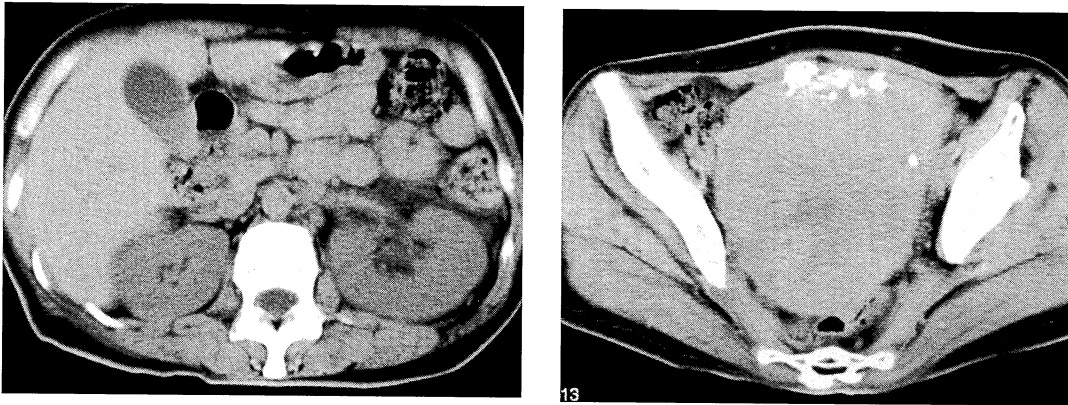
Plain abdominal CT on admission shows dilation of the left renal pelvis and rise of the density of the adipose tissue surrounding the left kidney (A). And it shows huge tumor that occupies the pelvic cavity and accompanies the rough calcifications, suspecting of myoma uteri (B).
